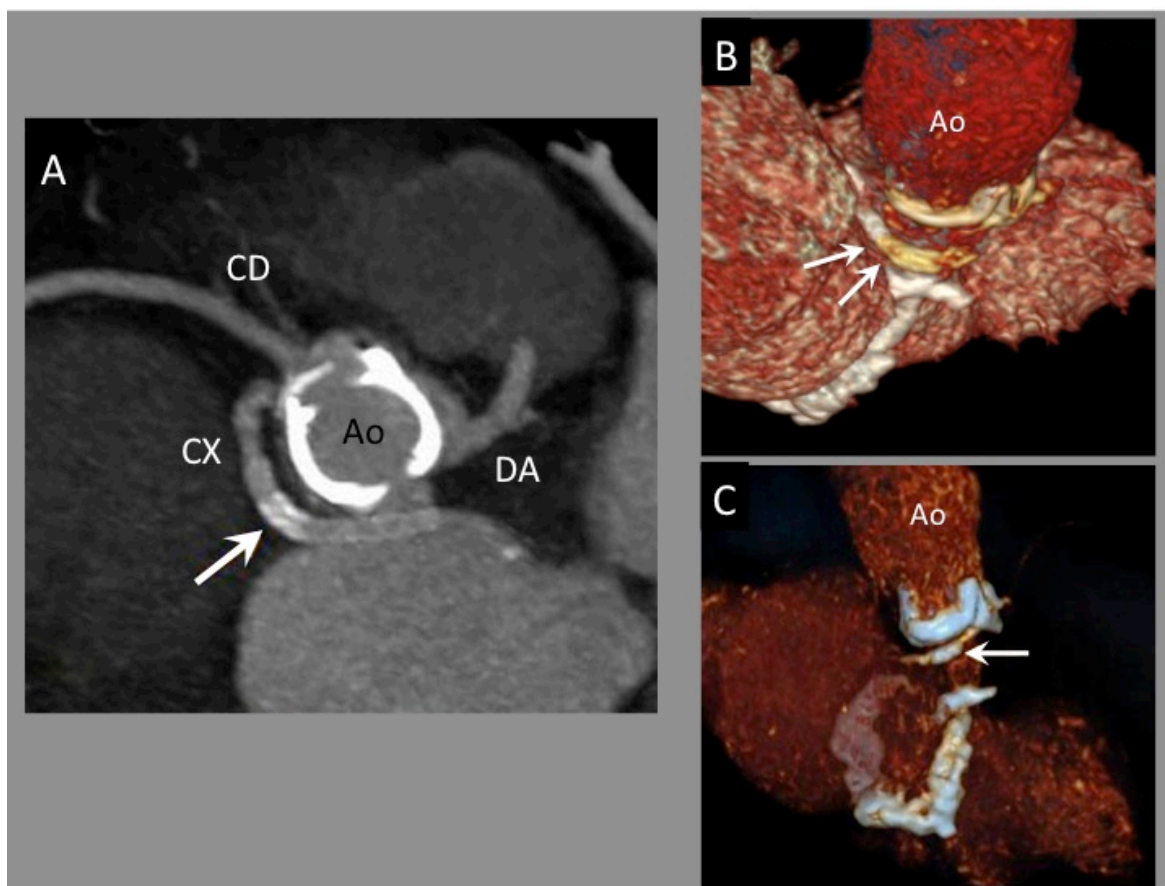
Angio TAC, CX Retroaórtica. Origen anómalo de Cx desde seno de Valsalva derecho con trayecto por detrás de la aorta. Caso 31. A.- Reconstrucción MIP donde se observa salida de CX desde seno de Valsava derecho siguiendo un trayecto posterior a la Aorta. La flecha señala el Stent implantado tras la compresión de la arteria anómala por el implante de la bioprótesis aórtica. B,C.- Reconstrucciones 3D que muestran el Stent en la CX retroaórtica, situado entre la bioprótesis aórtica y un anillo mitral calcificado. Ao: Aorta. CX: Circunfleja. DA: Descendente anterior. CD: Coronaria derecha
